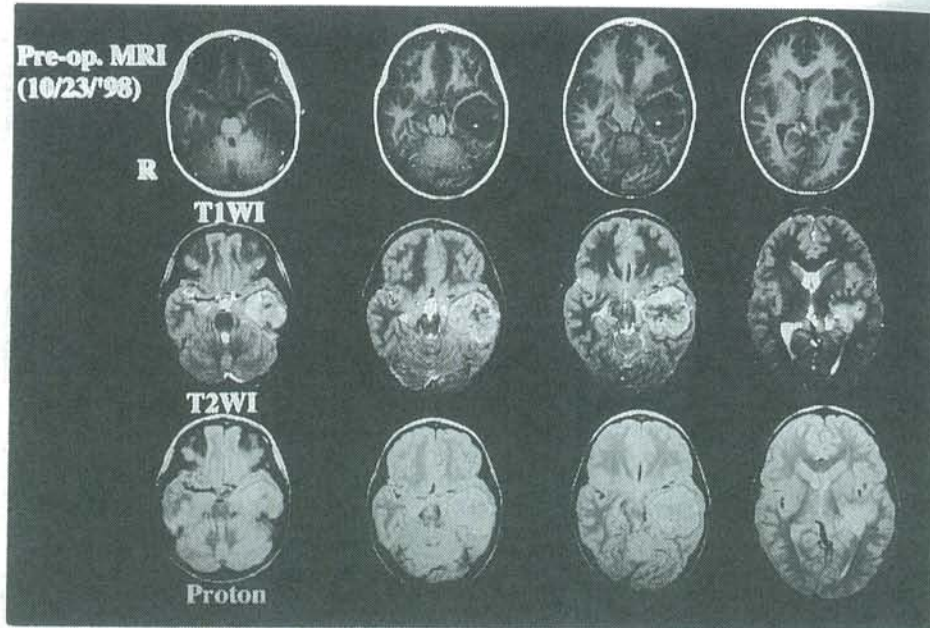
Preoperative MR imagings on the 1st operation.
